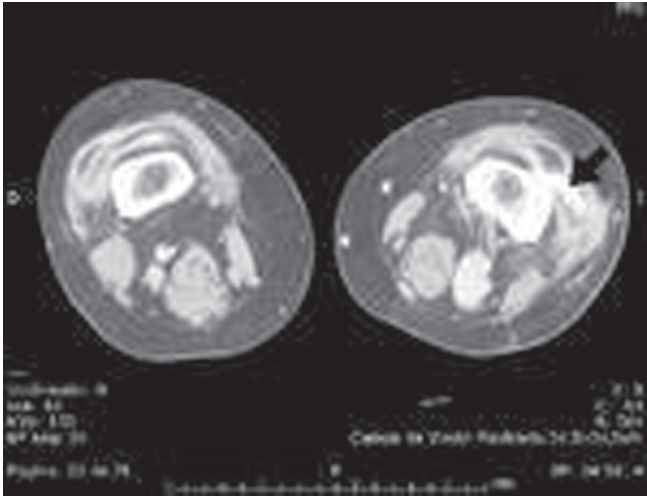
Tomografía contrastada, fistula arteriovenosa en la arteria y vena poplítea.
